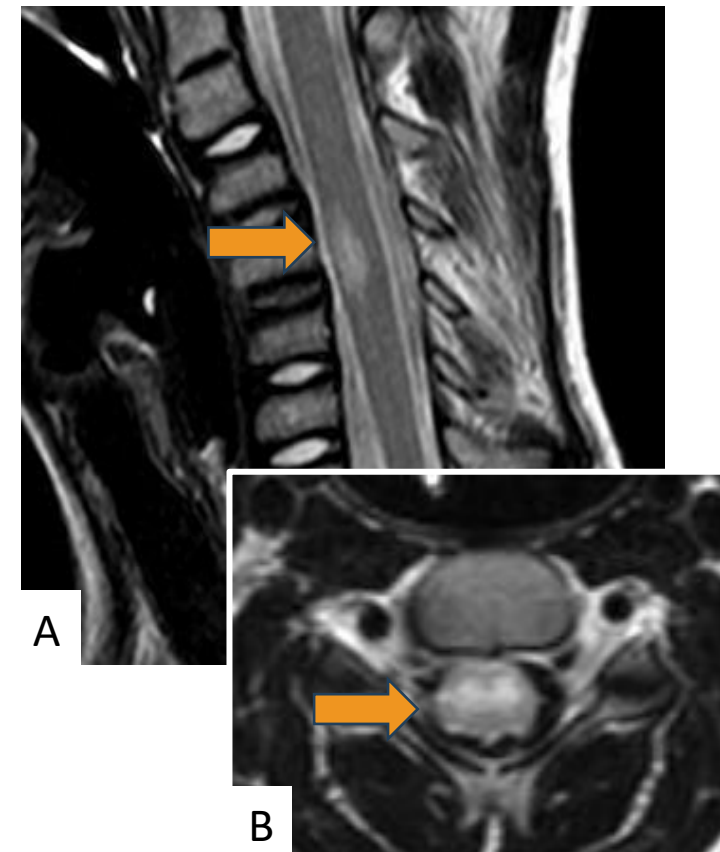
RM cervical. En la imagen A (corte sagital T2) se aprecia una lesión levemente expansiva a nivel de C4 de disposición central (imagen B, corte axial T2), que en el contexto clínico del paciente, fue compatible con el diagnóstico de ADEM.
